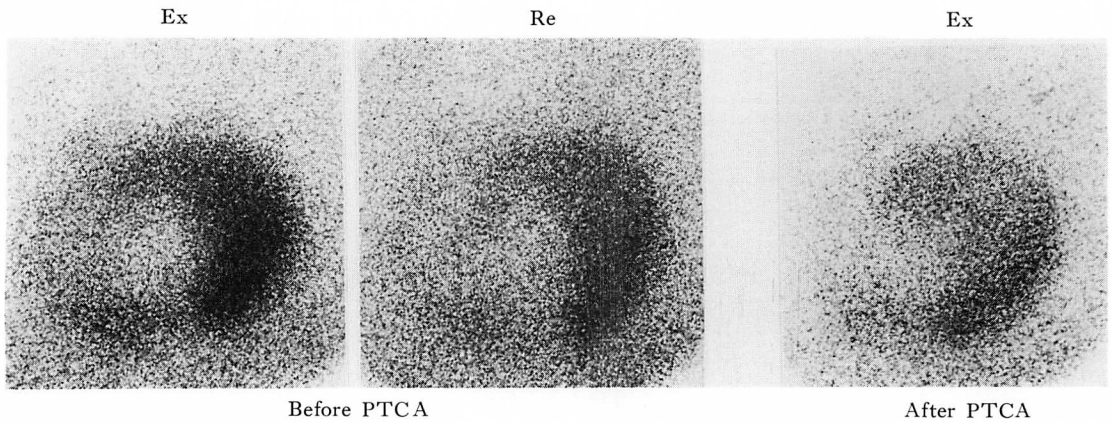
Exercise Tl-201 myocardial scintigrams in the 45° left anterior oblique projection before and after PTCA in a patient with previous anteroseptal myocardial infarction.
